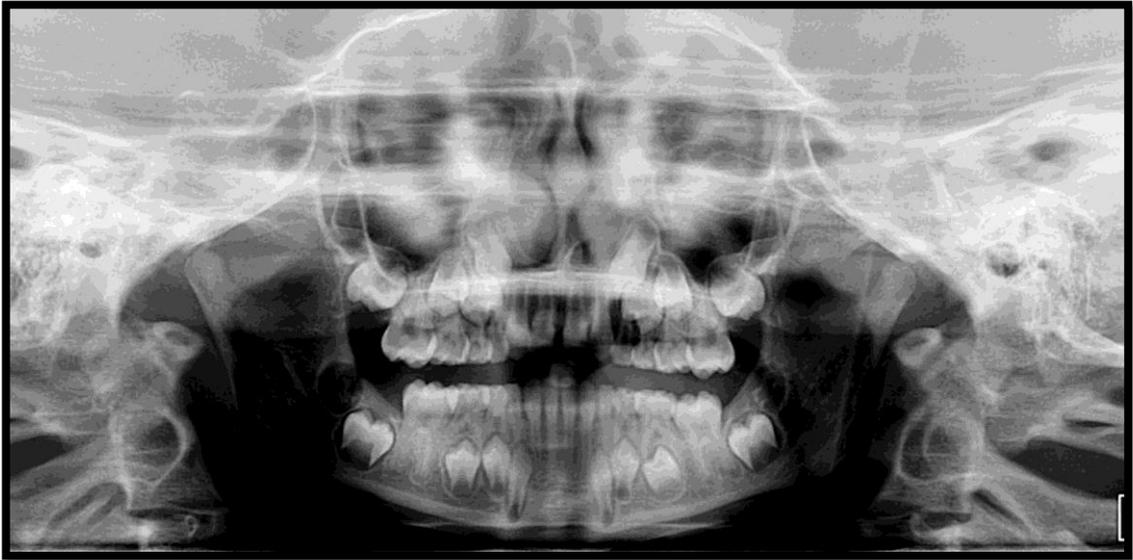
Radiographie panoramique avant traitement ODF.
